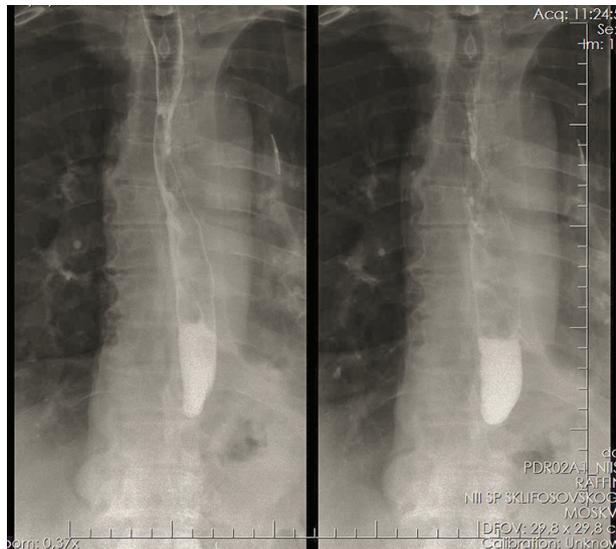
Рентгеноскопия пищевода и глотки с контрастированием. На уровне *Th5-8* в стенке пищевода 5 клипс
